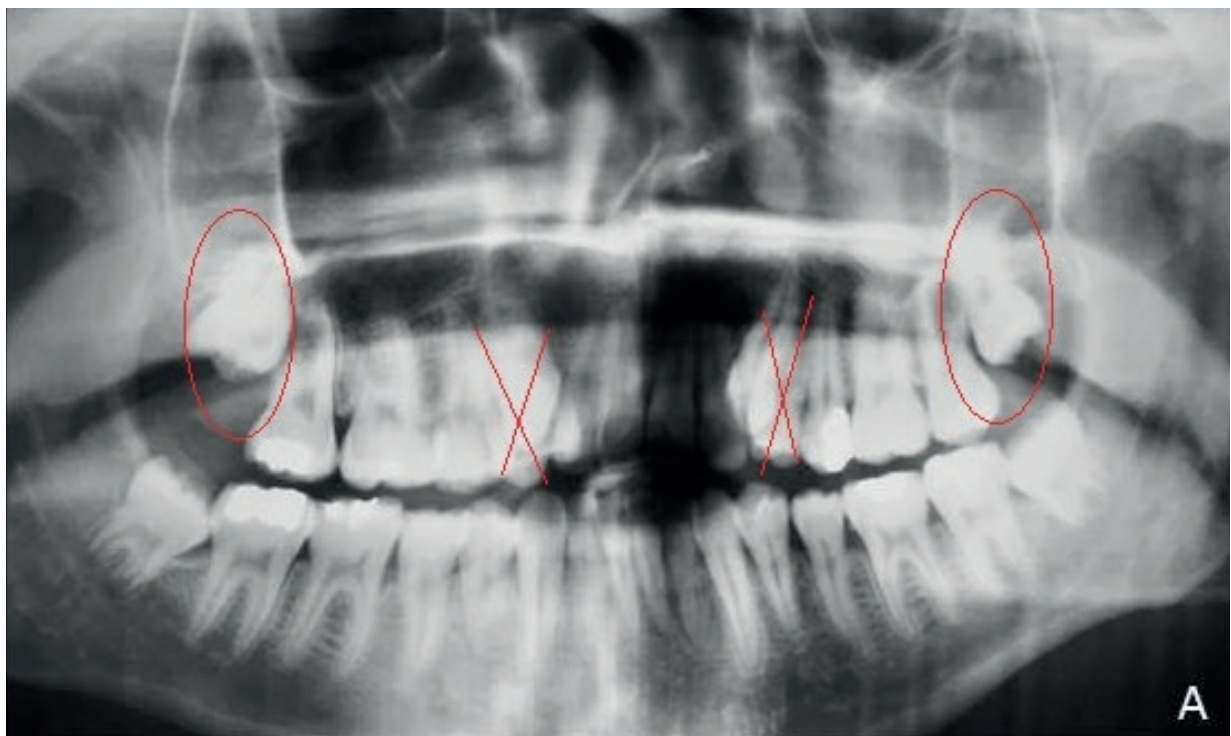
A) Radiografia panorâmica inicial evidenciando apinhamento anterossuperior e impacção dos terceiros molares superiores, com indicação de exodontia dos primeiros pré-molares superiores. B) Radiografia pós exodontia, evidenciando erupção em posição fisiológica dos terceiros molares superiores. Fonte: Os autores.
